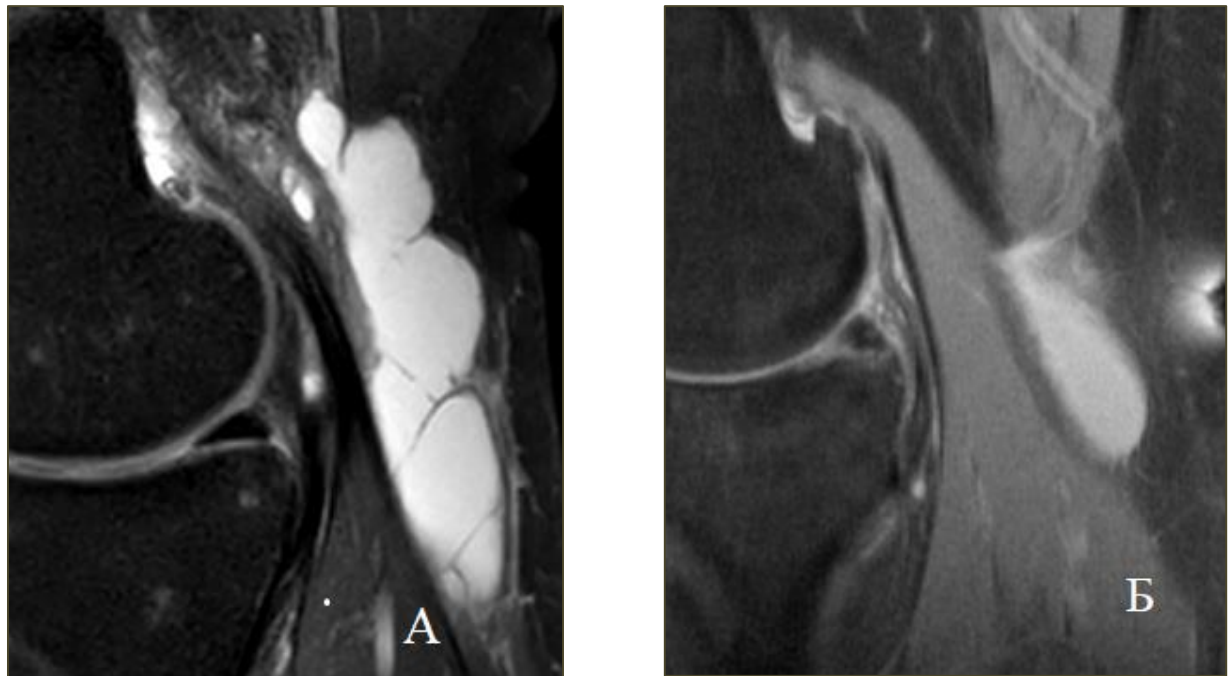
Магнитно-резонансные томограммы коленных суставов. Сагиттальные протон-взвешенные изображения с подавлением сигнала от жировой ткани (PD SPAIR): *А* — многокамерная киста (количество камер – 17); *Б* — двухкамерная киста
